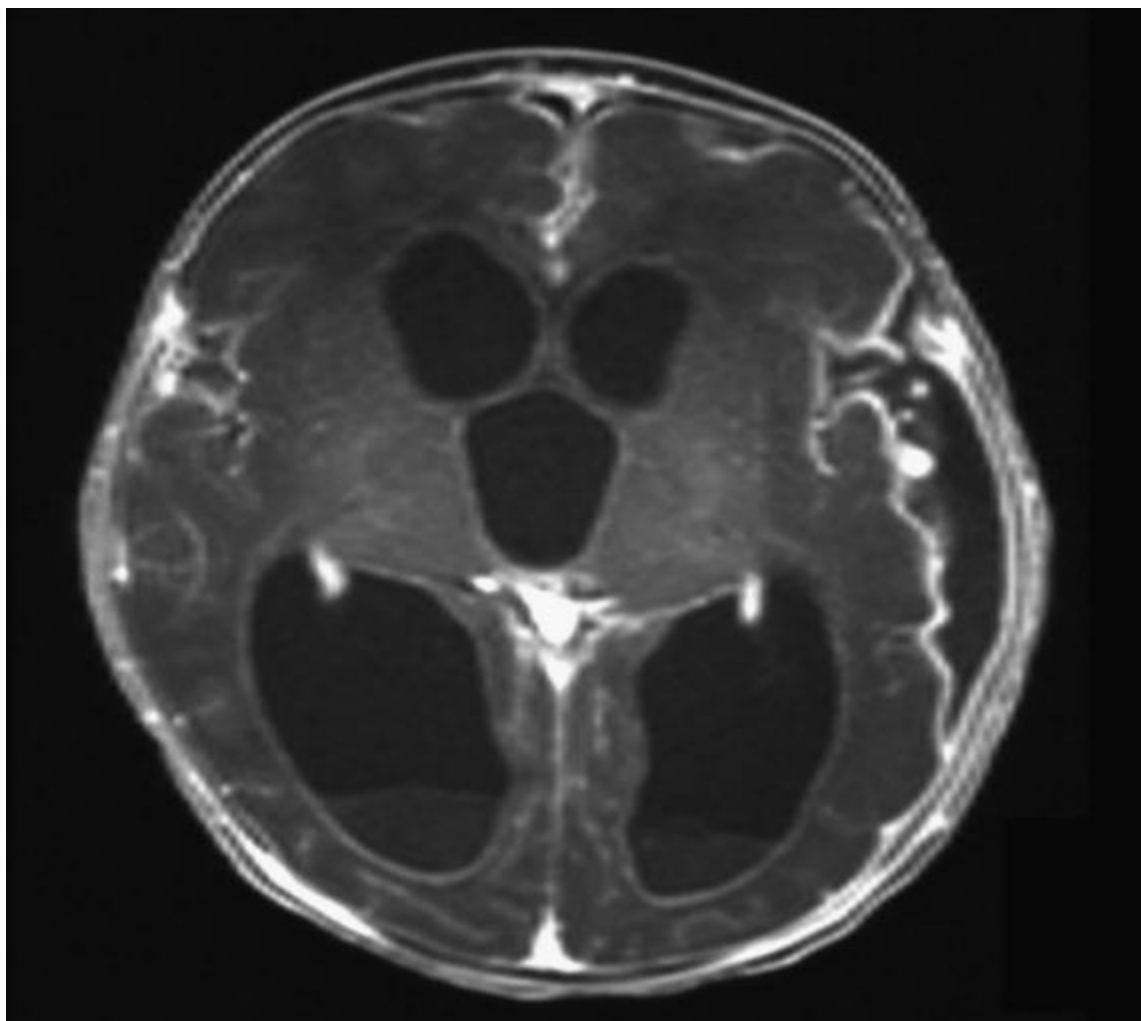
coupe axiale d'une IRM (séquence T1) montrant la présence de débris intraventriculaires faisant évoquer une ventriculite chez un nouveau-né de 23 jours (noter également la présence d'un empyème) [65].
